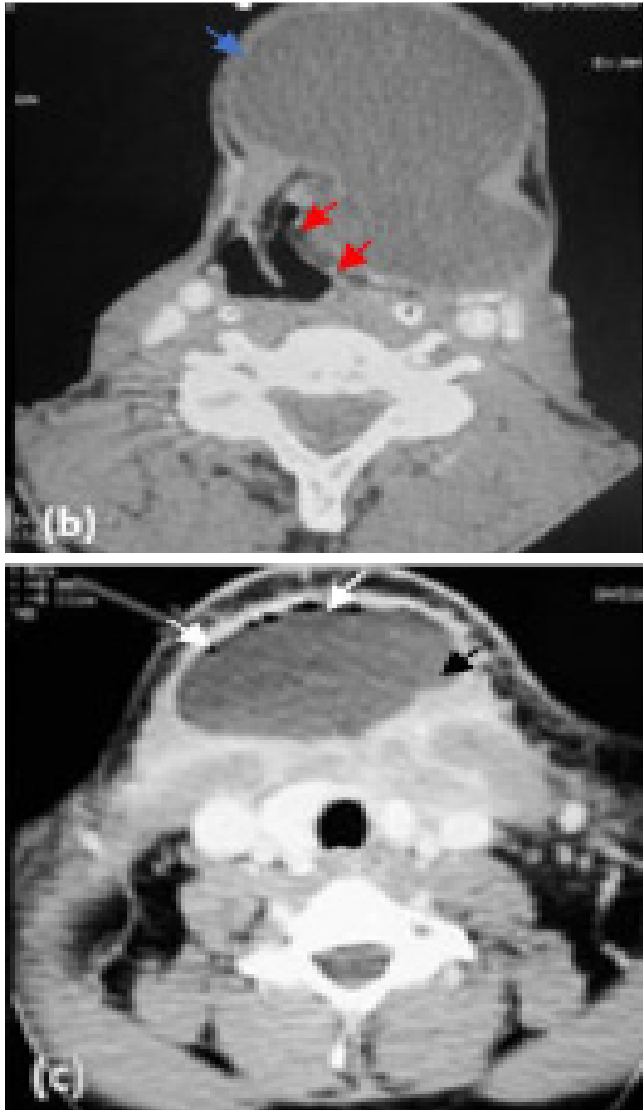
TDM cervicale en coupe axiale:
